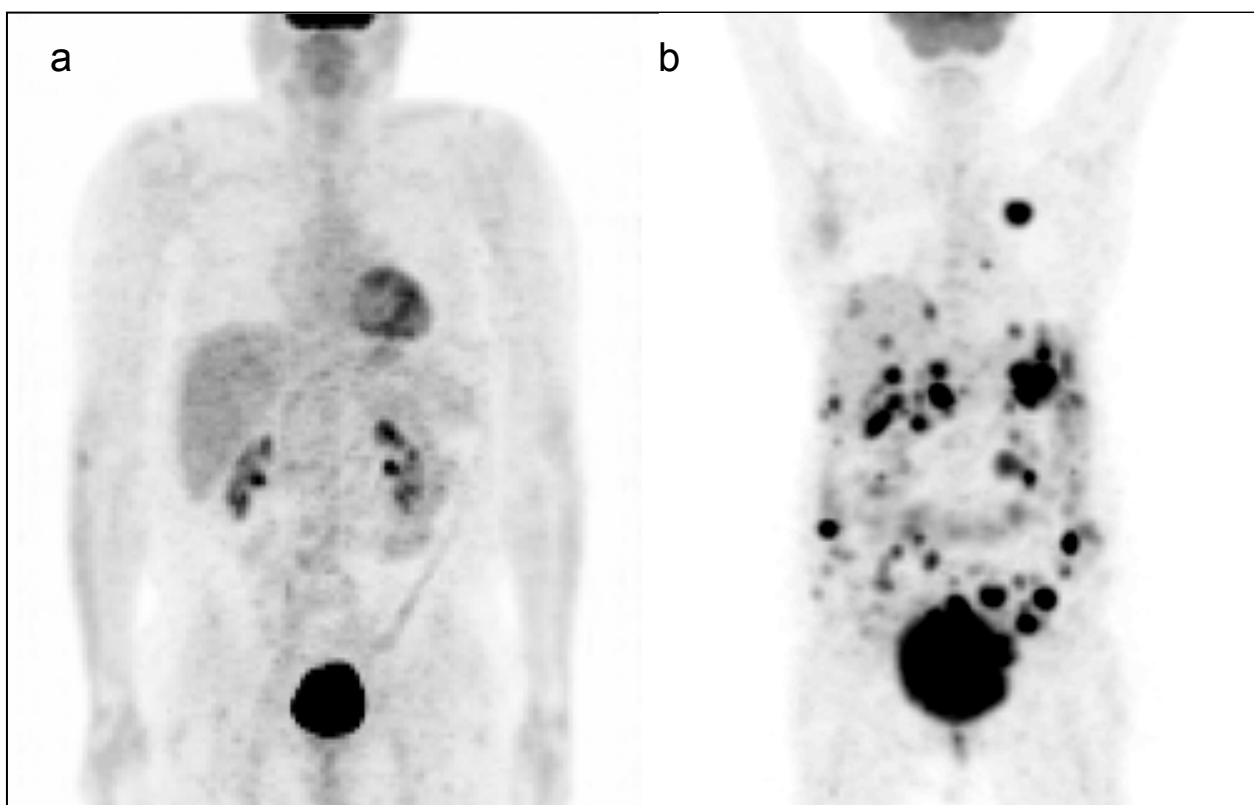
Estudios PET de cuerpo completo con el radiofármaco $[^{18}\text{F}]$ -FDG.
